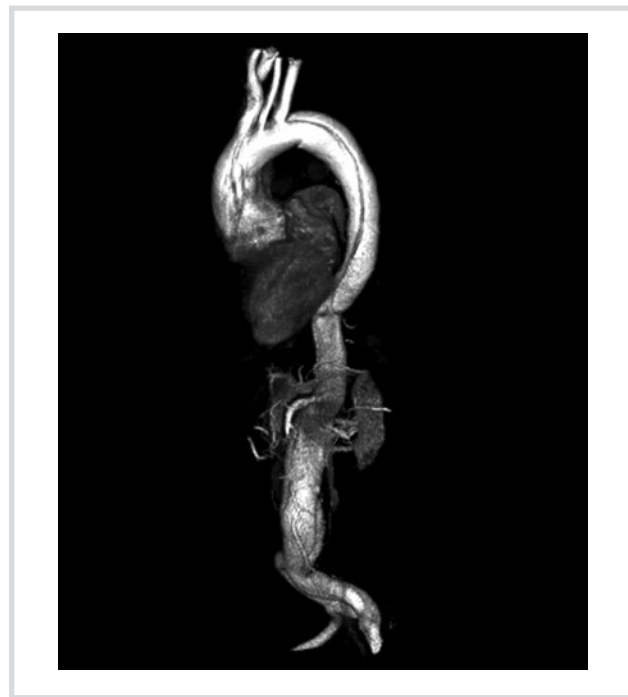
Мультиспиральная компьютерная томография аорты до операции.
